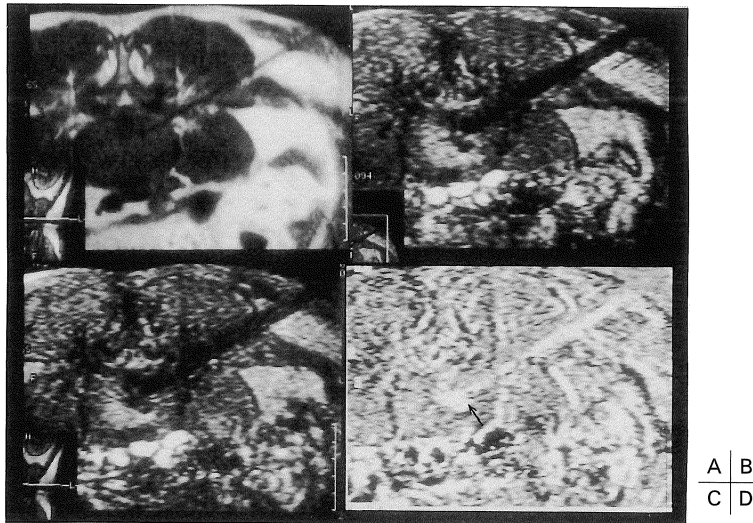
A : Preoperative MR image. B, C : MR fluoroscopy indicated low intensity during procedure. D : The subtraction method demonstrated high temperature area as high intensity spot (arrow).
